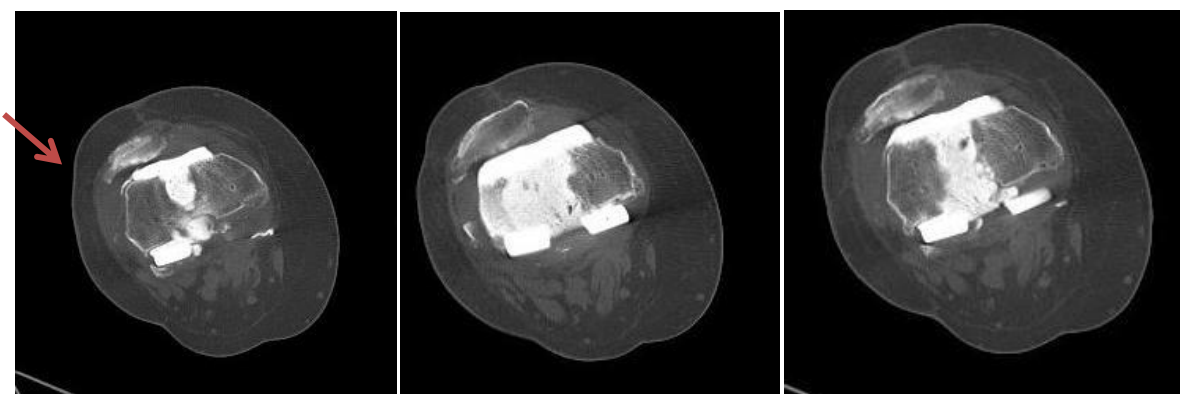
Срезы компьютерной томограммы. Положение надколенника в латеральном подвывихе. Стрелкой отмечен участок износа костной ткани надколенника.
